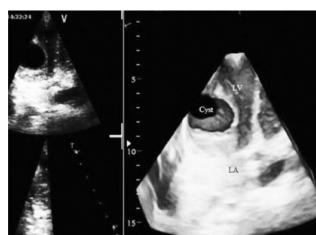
Three dimensional transthoracic echocardiographic view showing hydatid cyst.
